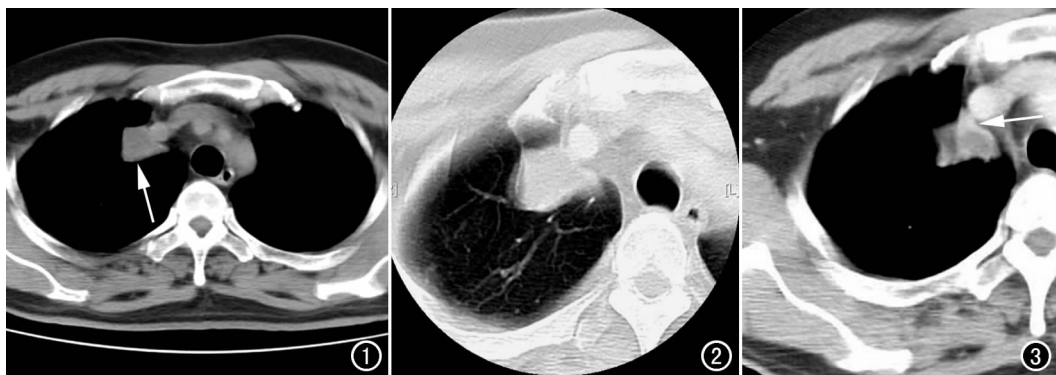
CT 平扫示右肺尖纵隔旁有一四边形囊性病灶,壁较薄(箭)。图 2 肺窗图像示病灶周围肺野清晰。图 3 CT 增强示病灶边缘明显强化,其前方可见异常强化的血管影(箭)。
